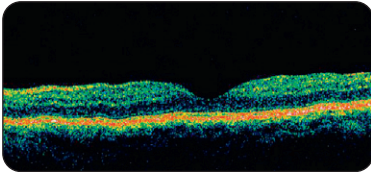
Tomographie à cohérence optique normale
